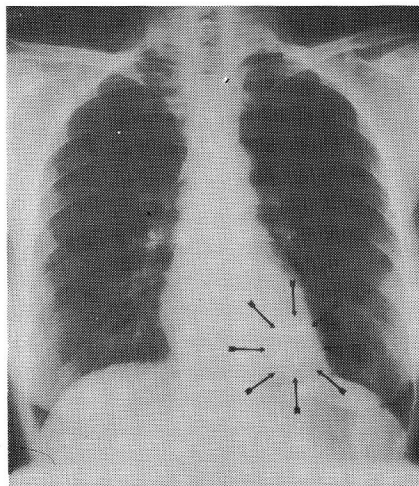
Case 1. Chest roentgenogram showing a left retrocardiac round mass (arrows).
